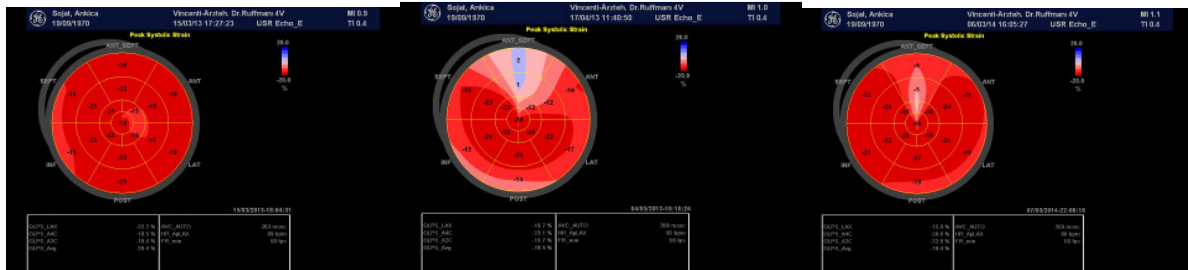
Veränderung der Gewebedopplerechokardiographie (dreidimensionale Darstellung; speckle tracking) im Verlauf; Ausgangsbefund links; Durchblutungsmangel an der Vorderwand Mitte; Normalisierung des Befundes rechts
